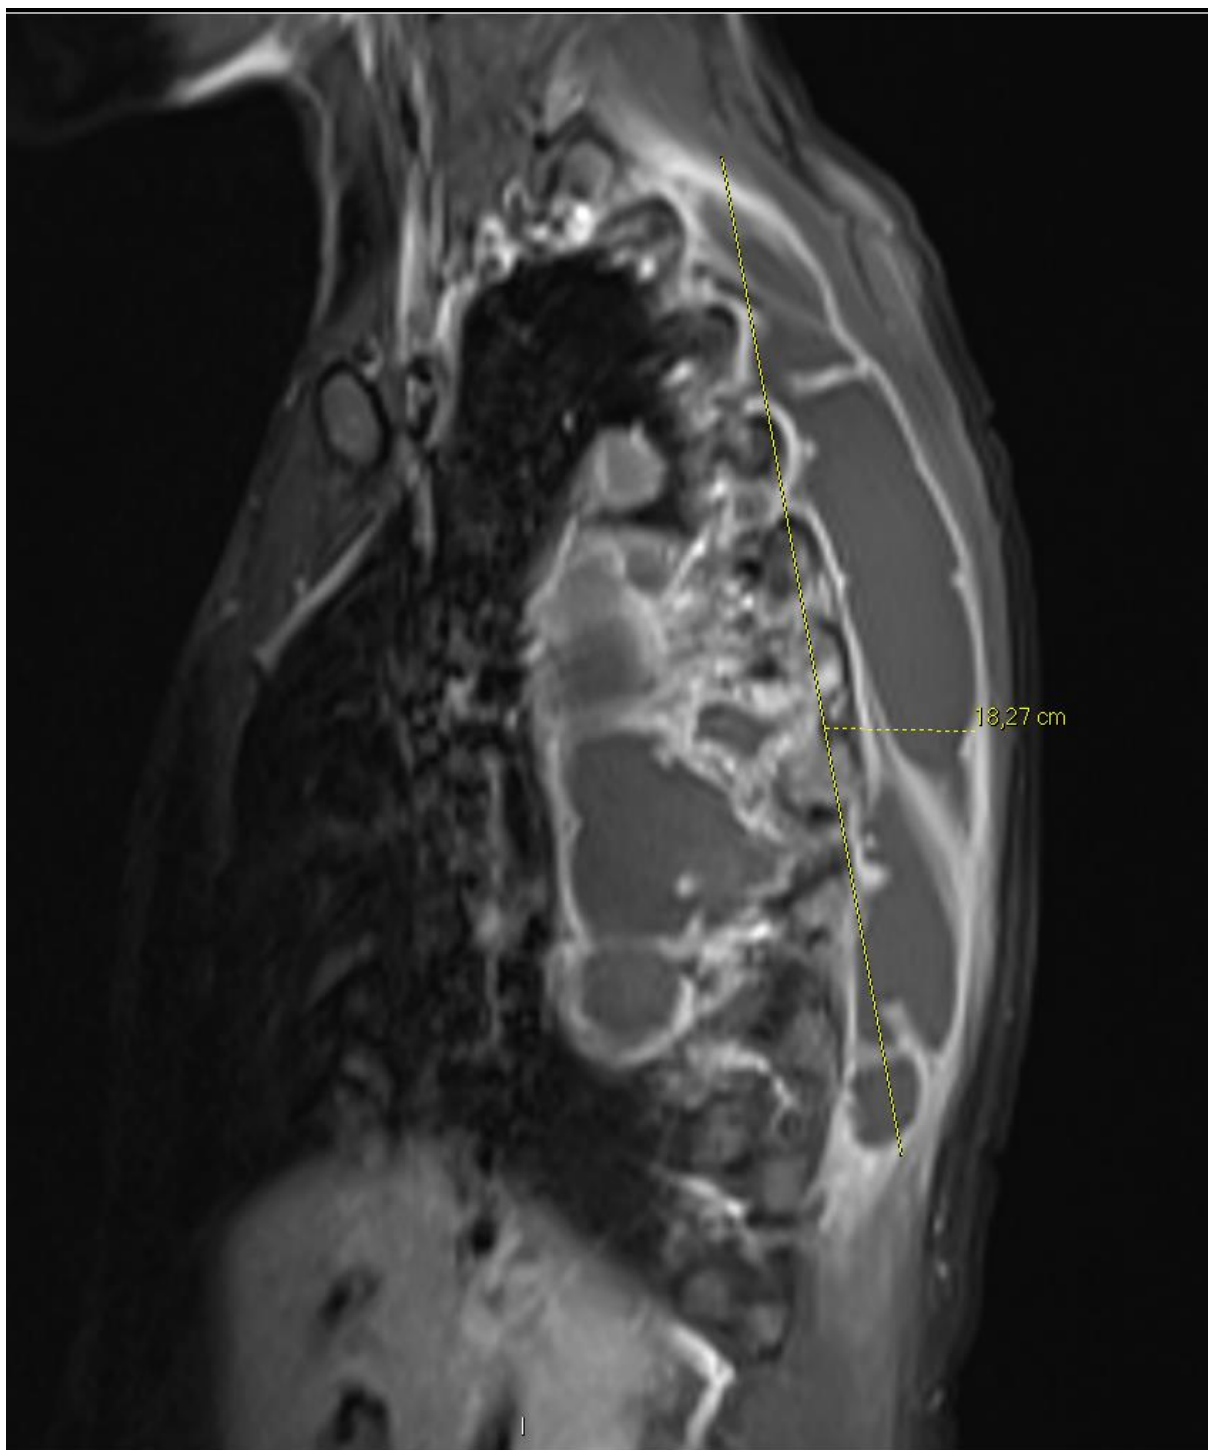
IRM thoracique en séquence T1, coupe sagittale. La flèche mesure l'abcès péri-vertébral dans son plus grand axe.
